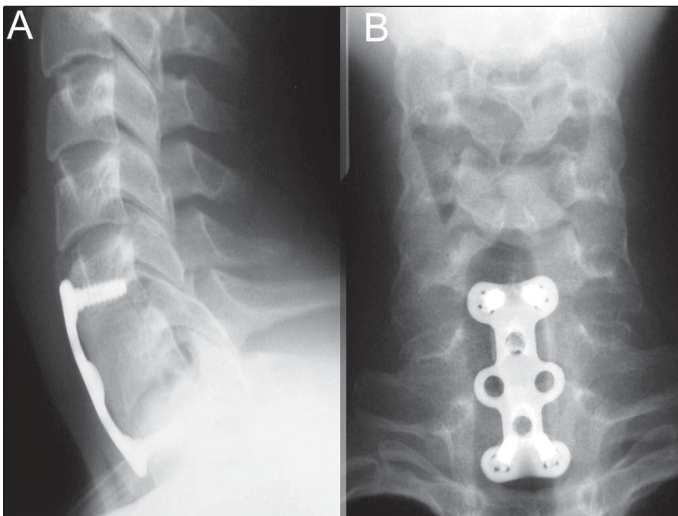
Caso 9: A y B. Radiografías lateral y anteroposterior 3 meses de evolución con artrodesis anterior consolidada.
